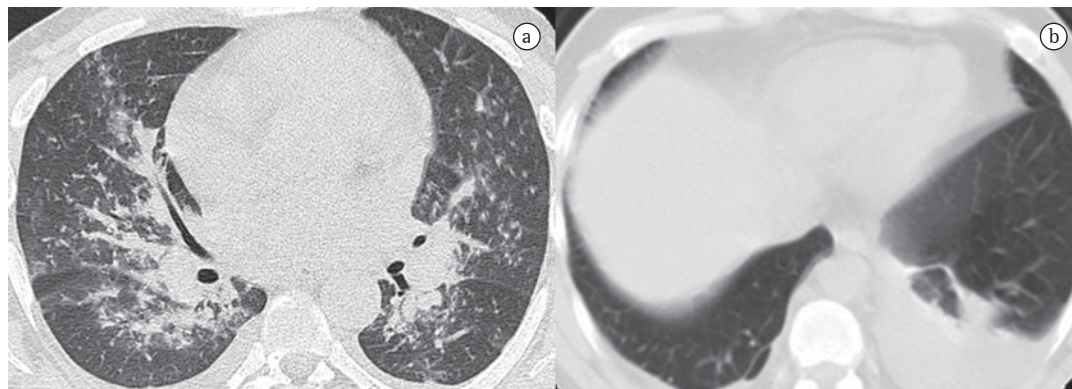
TC de tórax mostrando consolidações múltiplas e centrais em A e consolidação isolada e periférica em B. Nota-se ainda derrame pleural bilateral.
